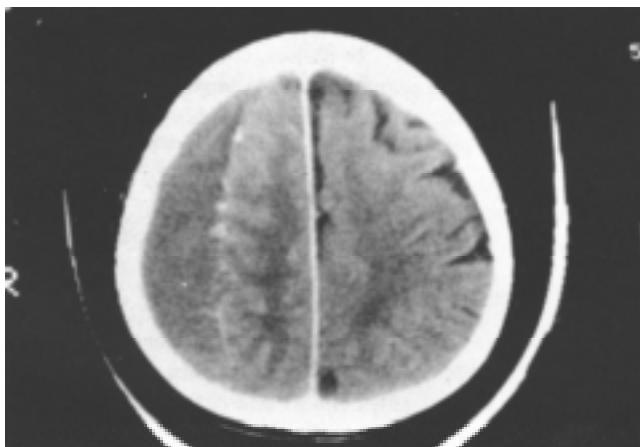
En esta tomografía de cráneo con medio de contraste intravenoso, se observa que el hematoma subdural crónico toma sobre la convexidad del cerebro su clásica forma en semiluna.
